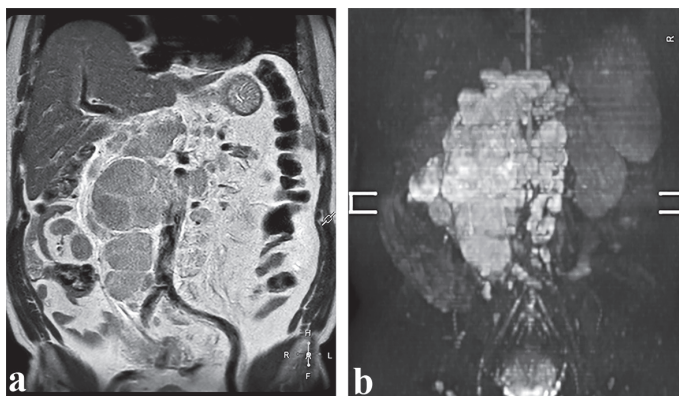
IRM abdominal în plan coronarian, T2w (a) și DWI_BS. Afectarea masivă a nodulilor limfatici para-aortici, para-cavali și de hil hepatic – limfom.
